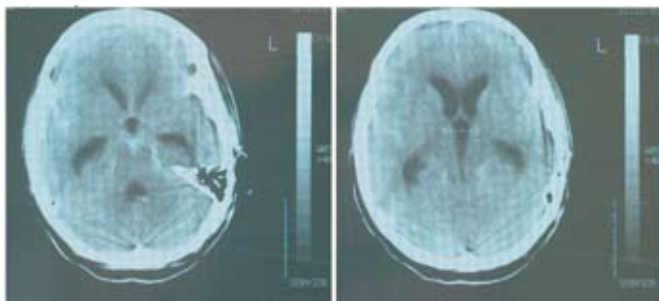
КТ головного мозга пациентки Ш. — массивное субарахноидально-вентрикулярное кровоизлияние, острая гидроцефалия (ширина III желудочка 13,5 мм).
